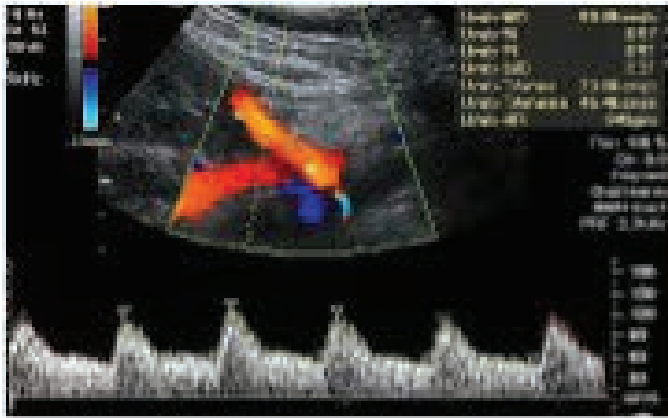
Doppler espectral das artérias uterinas no segundo trimestre de gestação com seis ondas estáveis
